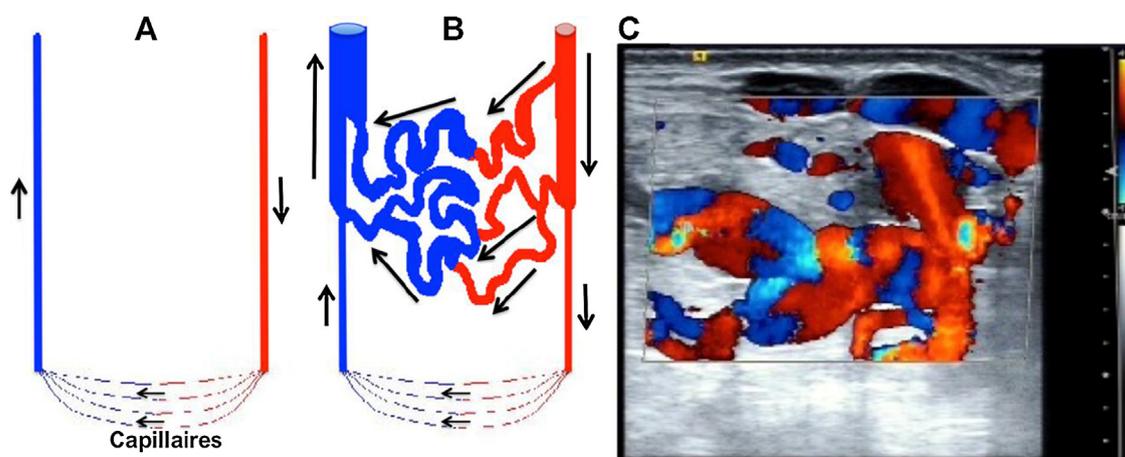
A. Artère, veine et lit capillaire normaux. B. 3 shunts artério-veineux provoquant dilatation et allongement des vaisseaux participant aux shunts. C. Image en Doppler couleur d'un nidus formé de shunts, de leurs afférences et efférences (les zones d'aliasing correspondent aux plicatures et/ou à des shunts).
